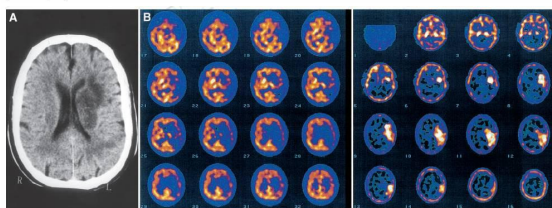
Patient 7: 59-year-old woman with stroke in territory of left MCA. (A) Transaxial CT slice. (B) Transaxial SPECT perfusion slices (left) show diminished perfusion in left temporoparietal regions (perfusion index, 41%) and transaxial slices from $^{99m}\text{Tc-DTPA}$ SPECT (right) show intensely increased $^{99m}\text{Tc-DTPA}$ uptake in same region (disruption index, 15). Patient showed no improvement on follow-up (ΔS value, 0).
